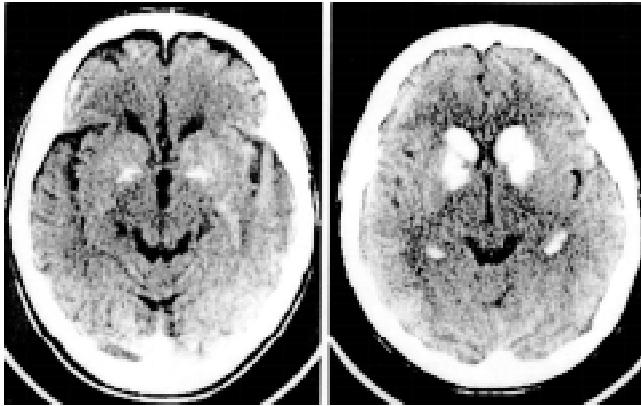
Tomografía computada del sistema nervioso central. Se observa depósito de plomo en los ganglios basales.
